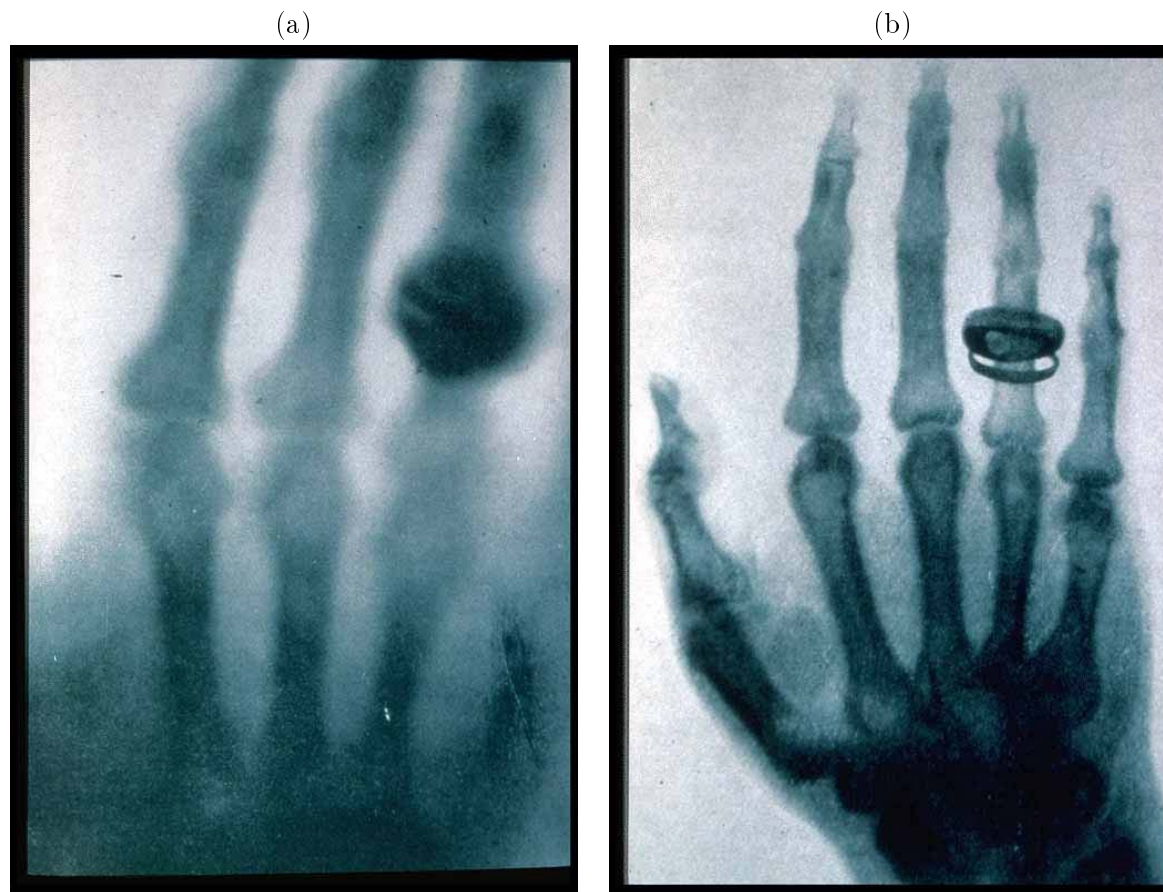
Premières images obtenues par radiographie aux rayons X. (a) L'image de la main de la femme de Wilhelm Conrad Röntgen obtenue le 22 décembre 1895. (b) Image de meilleure qualité de la main de Albert von Kolliker, présentée à la conclusion de la présentation et de la démonstration de Wilhelm Conrad Röntgen à la « Wurzburg Physical-Medical Society » le 23 janvier 1896.
